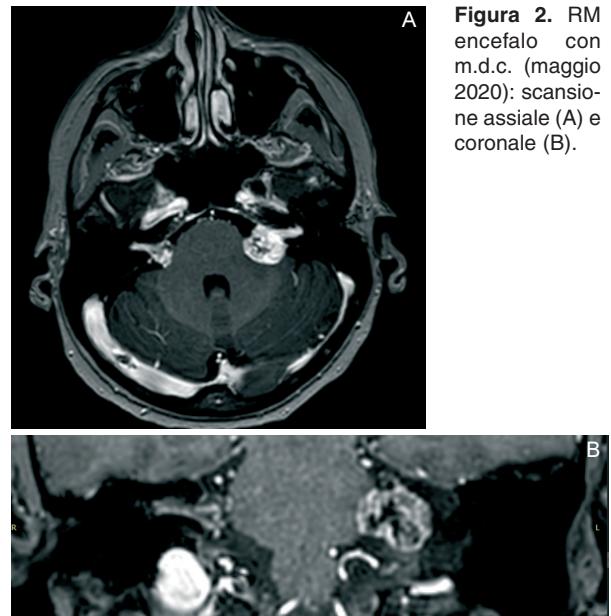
RM encefalo con m.d.c. (maggio 2020): scansione assiale (A) e coronale (B).
